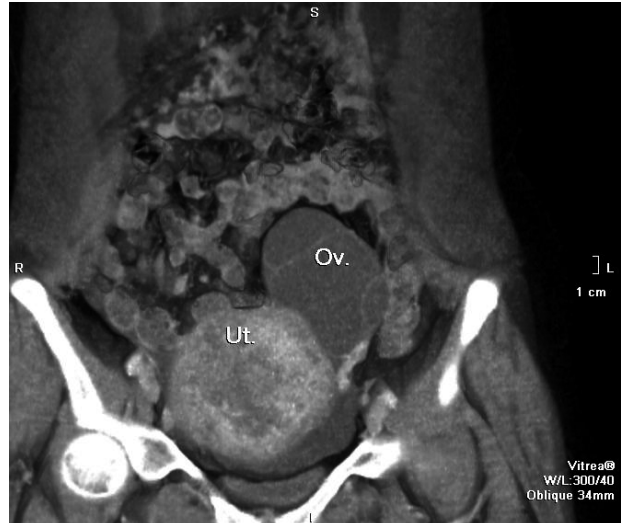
КТ-скан. Фронтальная проекция. Опухолевидно зміненое тело матки (Ut.) розміром 85 × 88 мм, гетерогенної структури, і лівий яйчник (Ov.), розміром 55 × 72 мм, представлений багатокамерним кистозним утворенням з гомогенним вмістом
